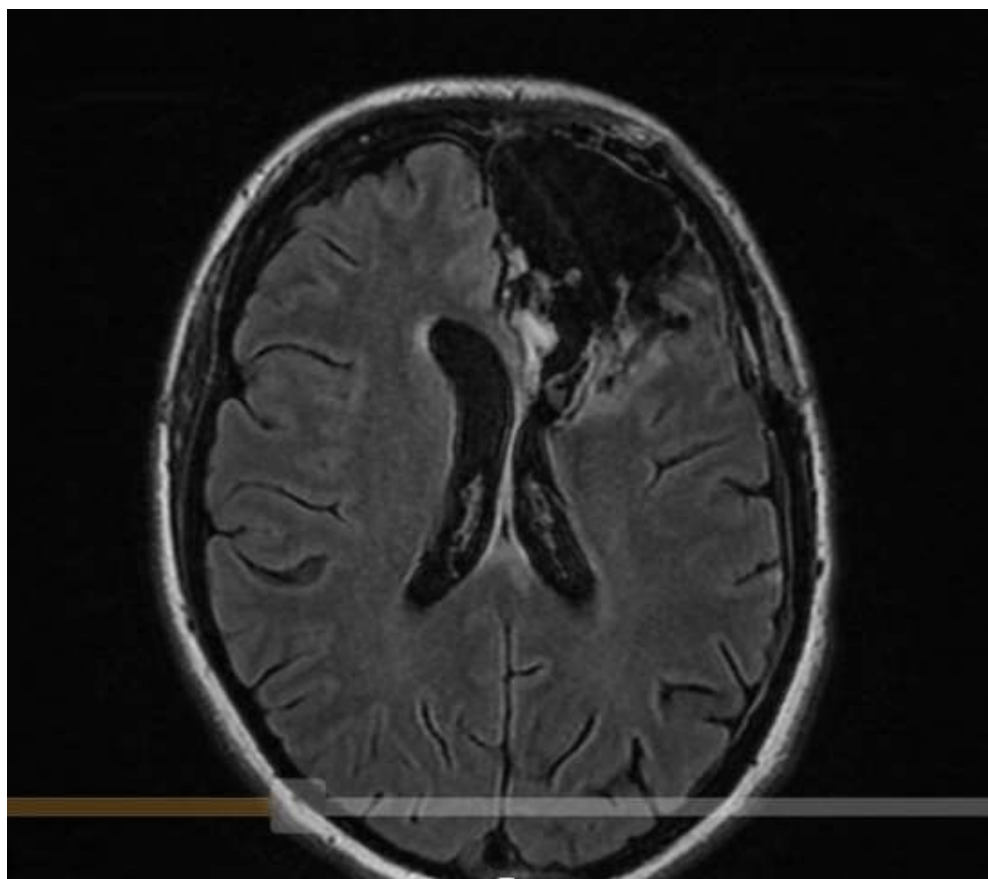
Resonancia magnética FLAIR en corte axial (20 de abril del 2017).
